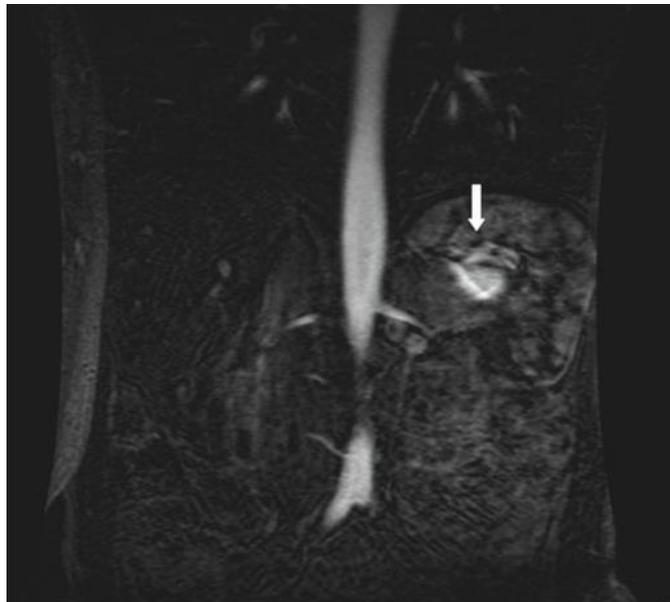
Imagem de angio-RM de aorta abdominal, corte coronal, evidenciando aneurisma de artéria esplênica. (Ferreira; Ferreira, e et al.)
